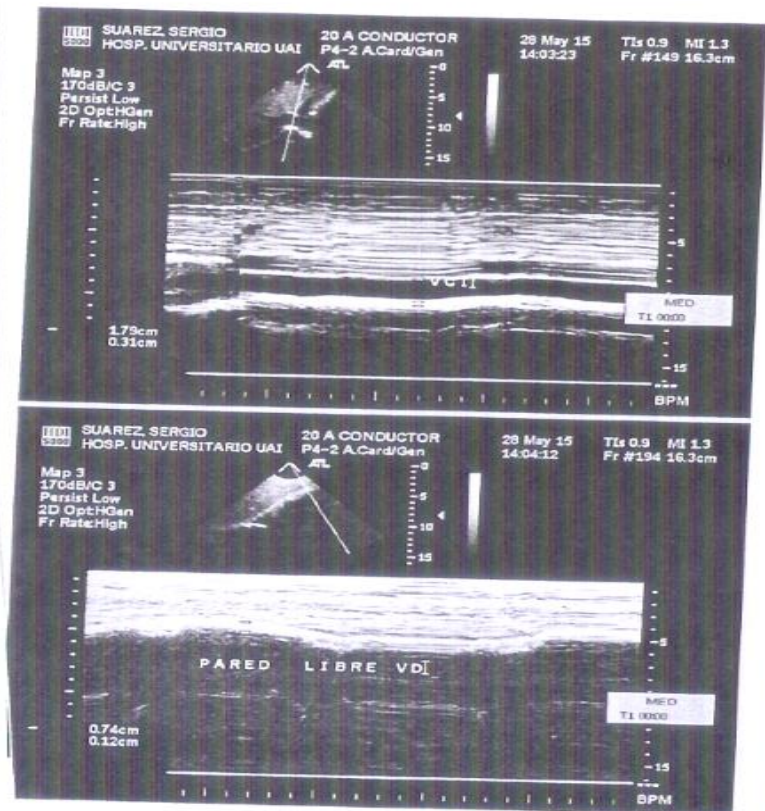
Ecocardiograma.
